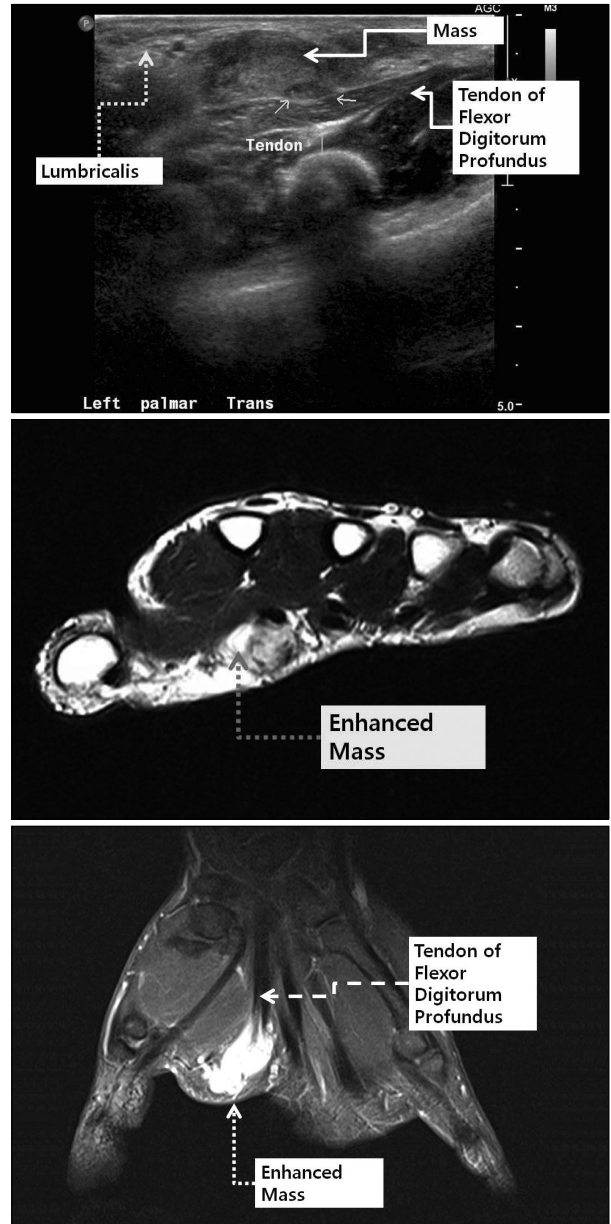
Preoperative radiologic findings. (Above) Ultrasound sonography shows intramuscular mass. (Center) Gadolinium-enhanced magnetic resonance image. An axial view reveals enhanced solid mass. (Below) Sagittal view shows well enhanced mass within the lumbricalis.
